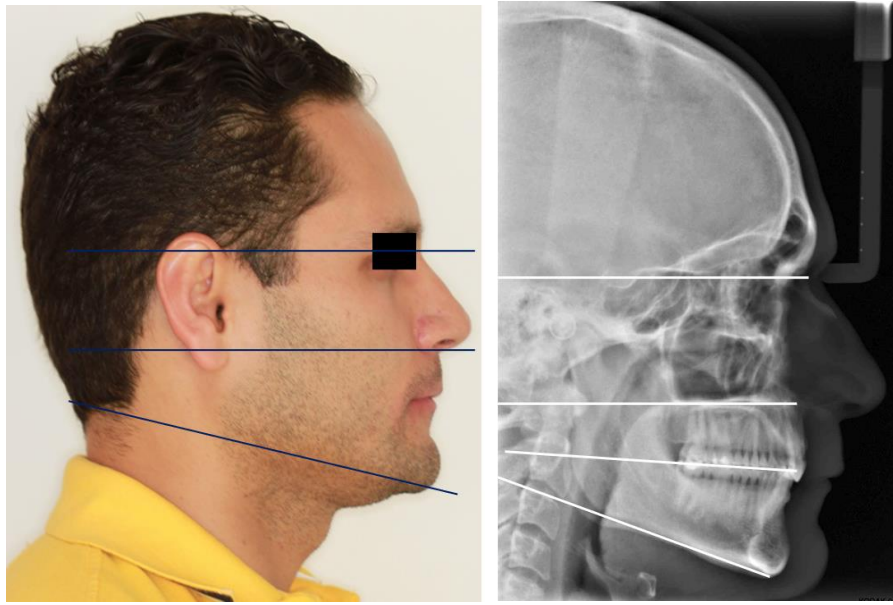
Analisis de fotografía de perfil y radiografía lateral de cráneo de un mismo paciente. Fuente: directa.
